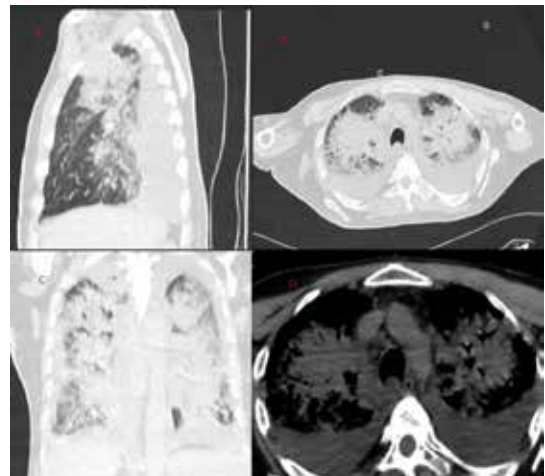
(A) Chest computed tomography scan in sagittal plane demonstrating widespread alveolar filling; (B) Chest computed tomography scan lung window in axial plane demonstrating widespread alveolar filling; (C) Chest computed tomography scan in axial plane demonstrating widespread alveolar filling; (D) Chest computed tomography scan mediastinal window in axial plane demonstrating widespread alveolar filling.
